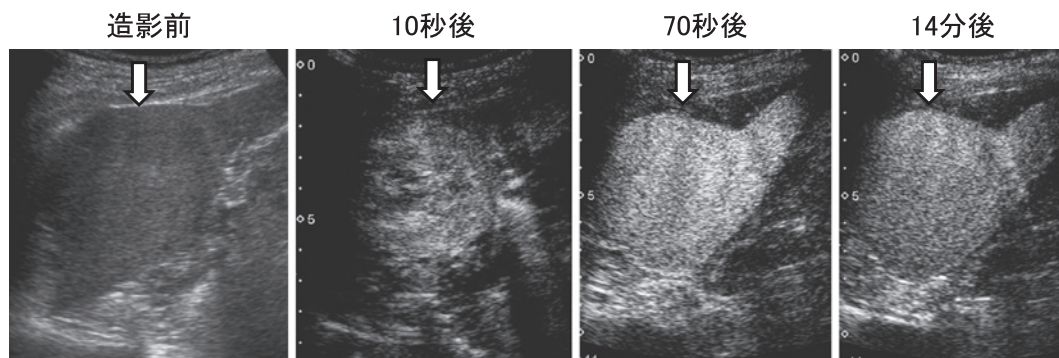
造影超音波 (Sonazoid™).
